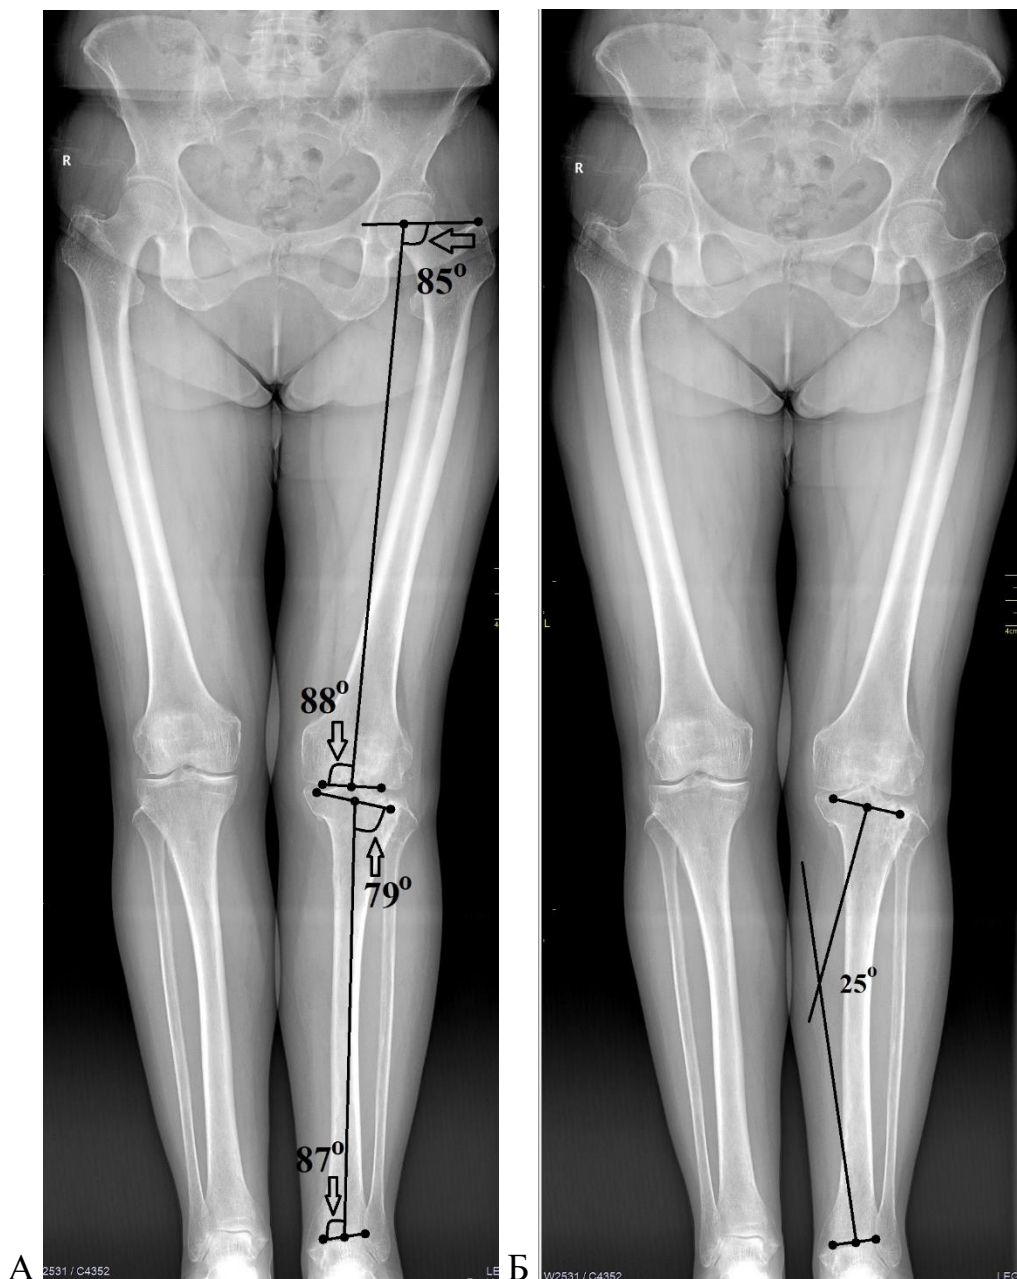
Телерентгенограмма нижних конечностей пациентки М., 1946 г.р. Определение референтных линии и углов, величины остаточной деформации до операции: А – РЛУ: мЛПрБУ – 85° , мЛДБУ – 88° , мМПрББУ – 79° , мЛДББУ – 87° ; Б – величина остаточной деформации составляет 25°
